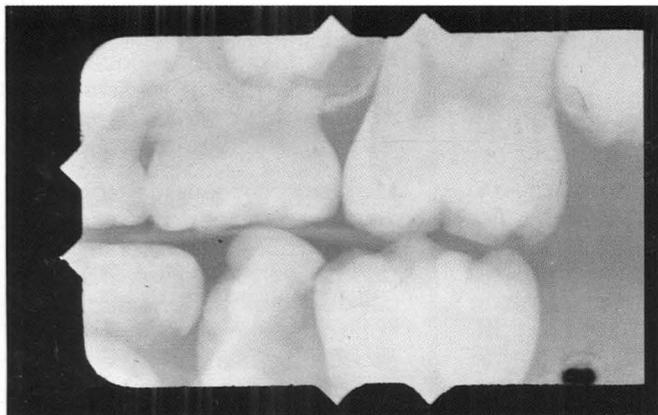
Radiografía de aleta de mordida del lado derecho en el mismo caso.
